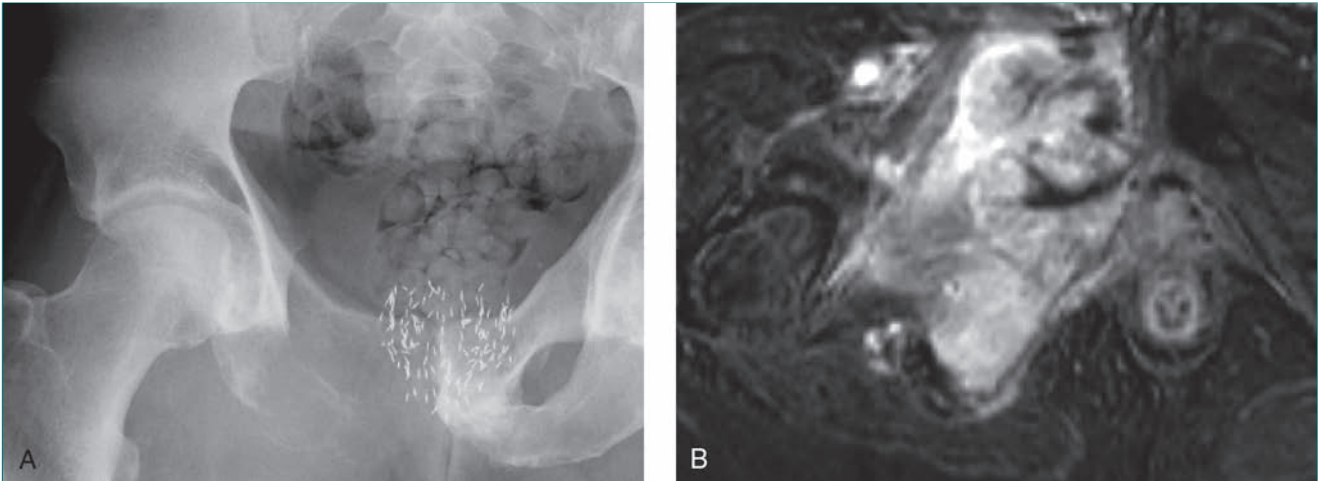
Sarcoma secundario en un hombre de 68 años con antecedente de tratamiento por un cáncer de próstata. A, La radiografía anteroposterior de la pelvis derecha muestra una lesión destructiva en las ramas iliopubiana e isquiopubiana derechas. Obsérvese los gránulos de braquiterapia. B, La RM axial muestra la extensión de la masa de partes blandas circundante. La biopsia mostró un sarcoma de alto grado que presumiblemente estaba provocado por la braquiterapia.
